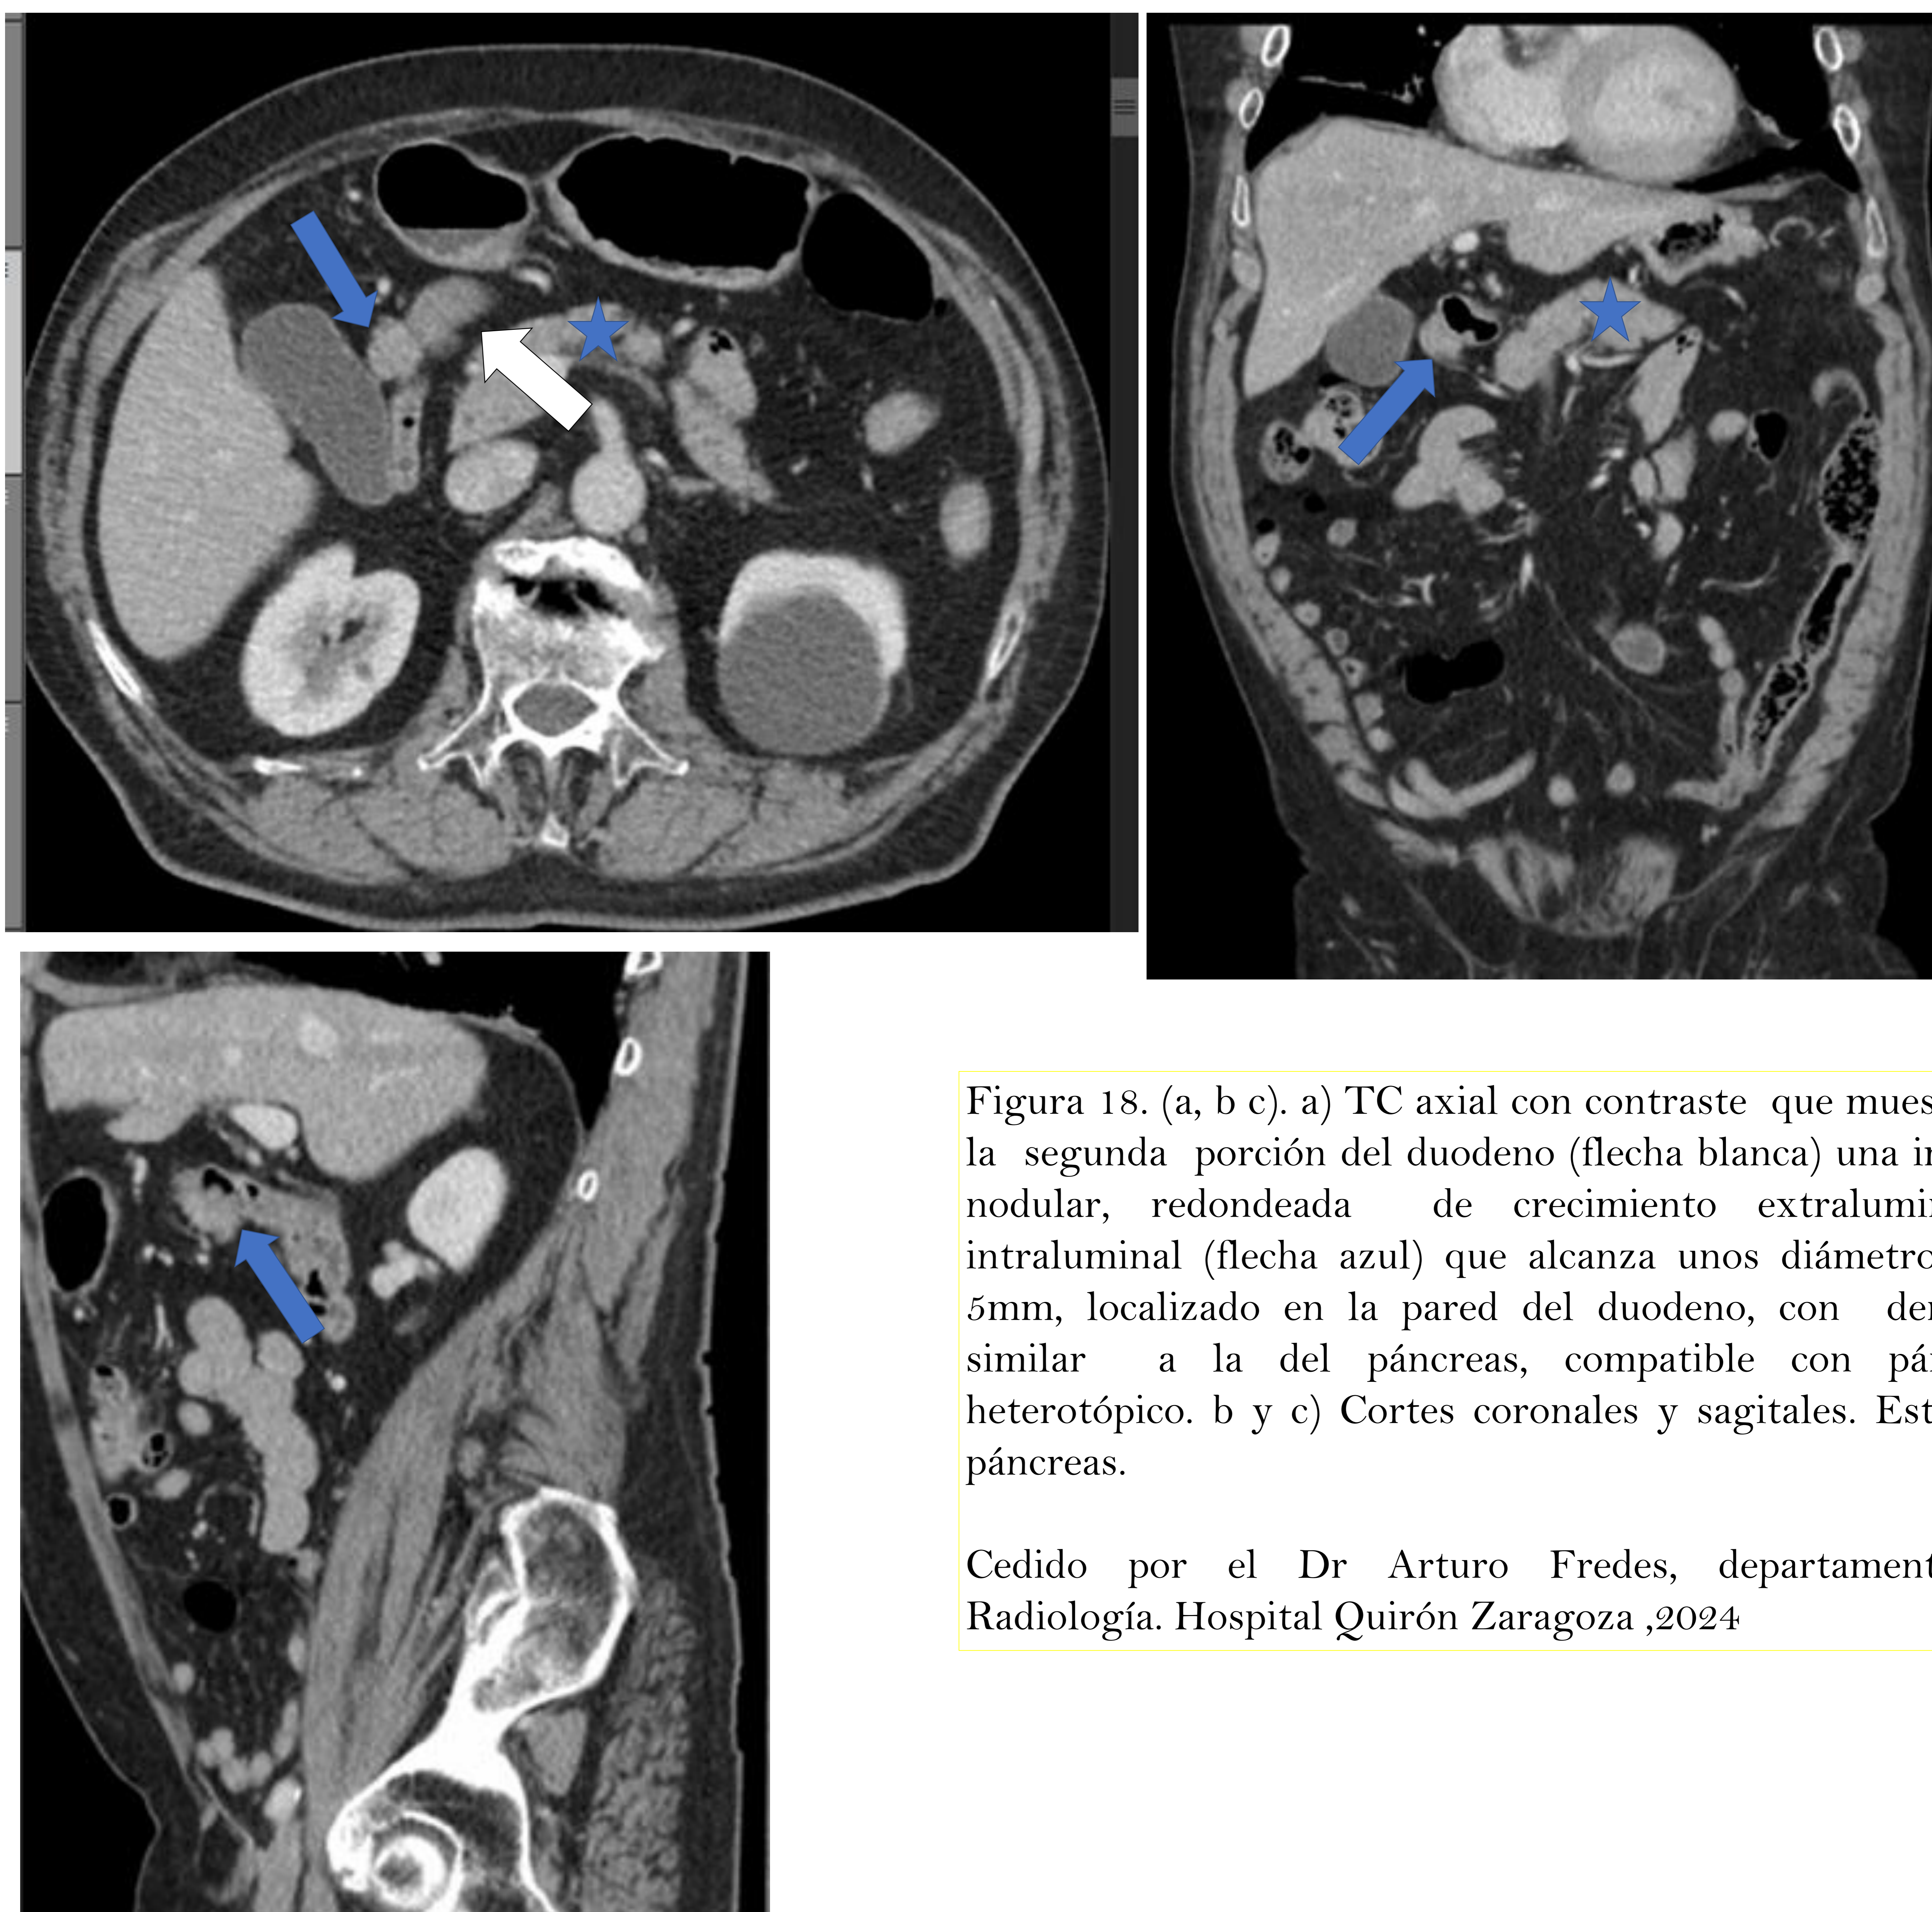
(a, b c). a) TC axial con contraste que muestra en la segunda porción del duodeno (flecha blanca) una imagen nodular, redondeada de crecimiento extraluminal e intraluminal (flecha azul) que alcanza unos diámetros 6 x 5mm, localizado en la pared del duodeno, con densidad similar a la del páncreas, compatible con páncreas heterotópico. b y c) Cortes coronales y sagitales. Estrella : páncreas.
